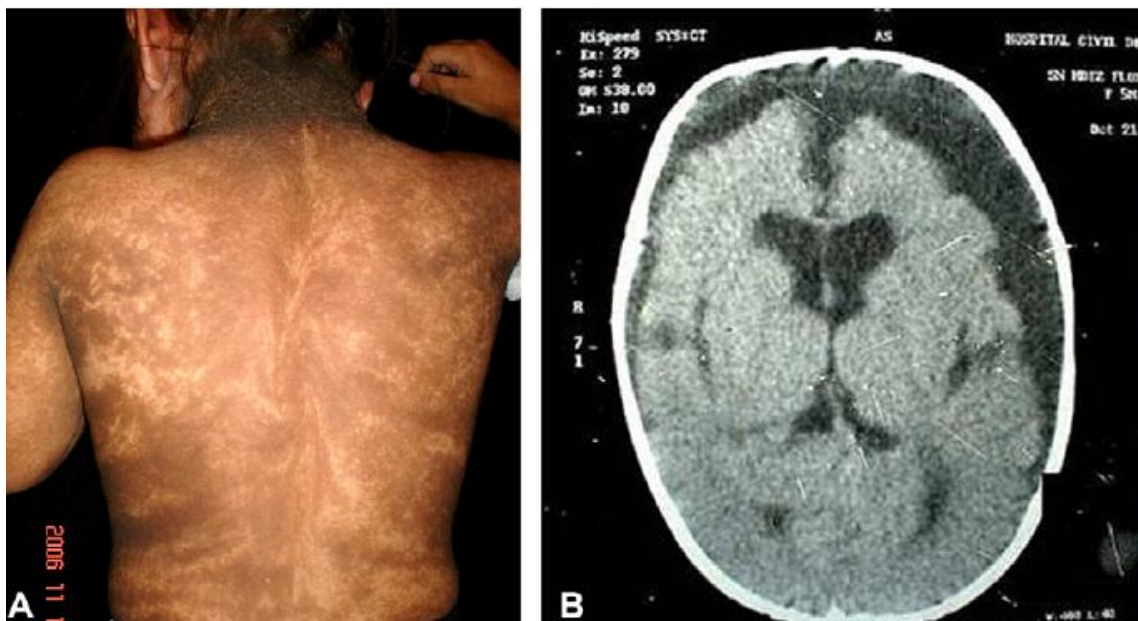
Récepteur de facteur de croissance de fibroblaste 3 syndromes de naevus épidermique. A, hamartome épidermique linéaire Systématisé chez une vieille fille de 5 ans. B, feuilletage tomographique Calculé du cerveau montrant une atrophie corticale et sous corticale et une grande bursite sous-durale dans la région fronto-pariétale gauche. (127)
